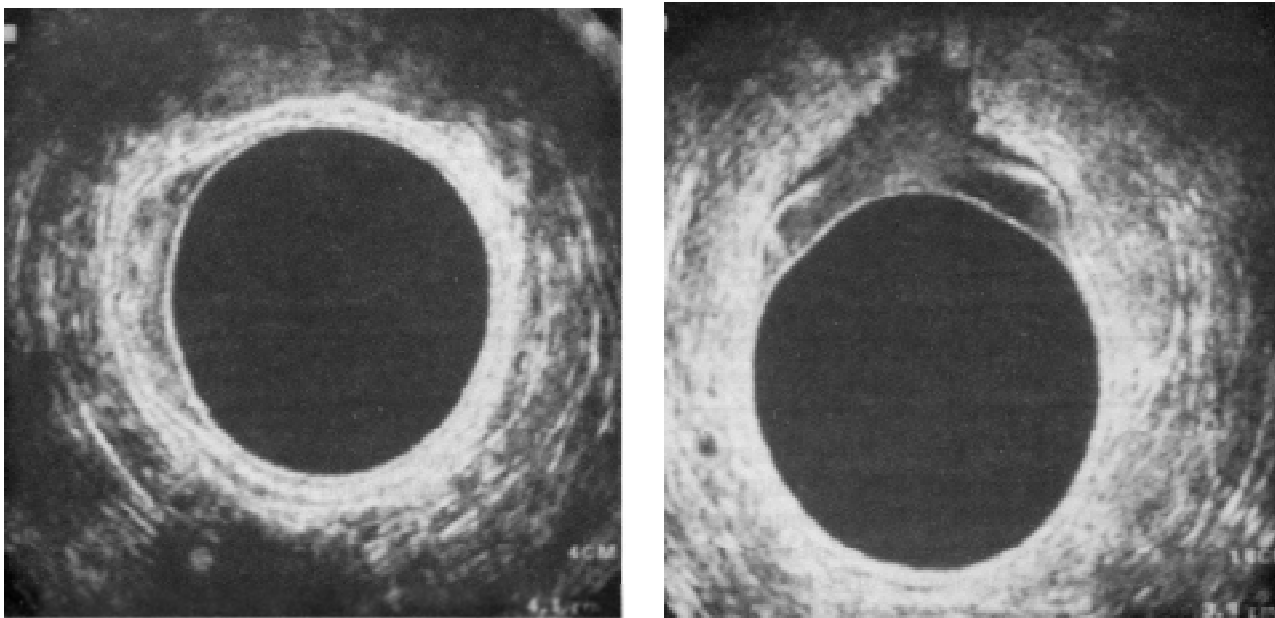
Imágenes ultrasonográficas de un tumor localizado a la pared rectal (A) y un tumor infiltrando la grasa perirrectal (B).
